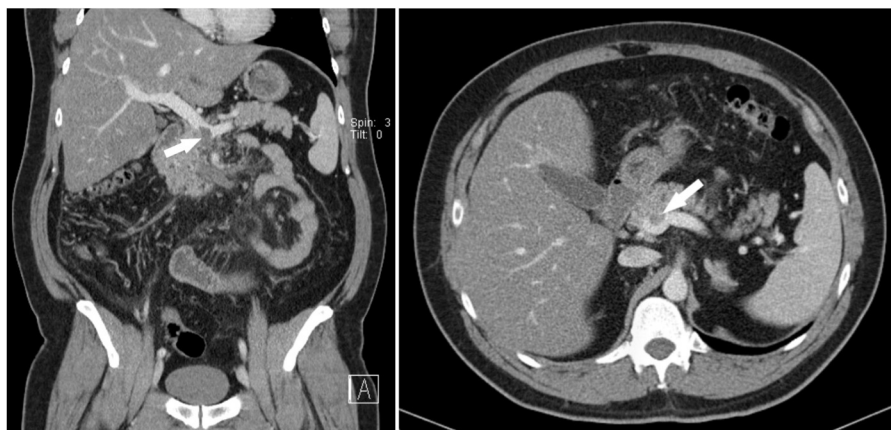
Cortes coronal y axial de la tomografía computarizada donde se visualiza el trombo en la vena mesentérica superior en la confluencia del eje mesentérico-portal (flecha).
